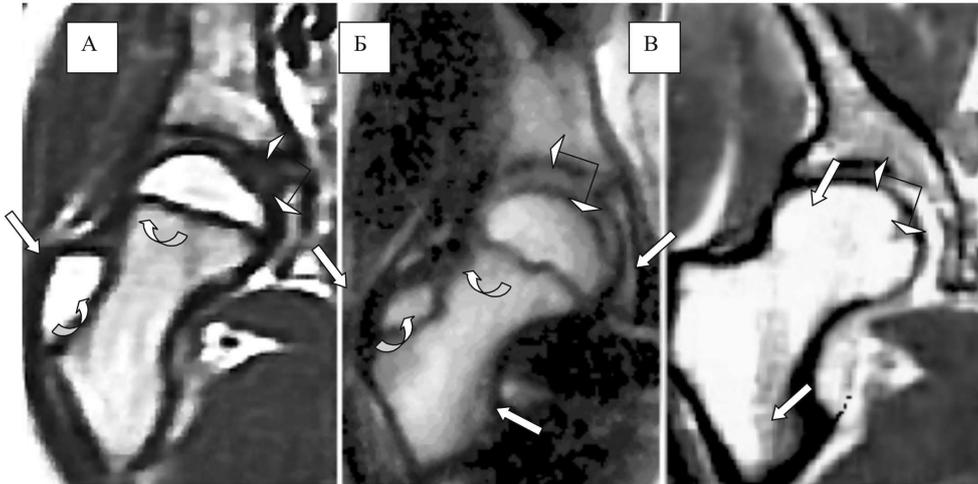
Тазобедренный сустав 9-летнего мальчика (А). Тазобедренный сустав 10-летнего мальчика (Б). Тазобедренный сустав 45-летней женщины (В). МРТ, коронарная плоскость, T1ВИ (SE). А, Б - видны ядра окостенения в области большого вертела (прямая стрелка - А, Б), малого вертела (прямая стрелка - Б), полоска росткового хряща (круглая стрелка - А, Б), Y-образного хряща (двойная стрелка - А, Б). В - определяется полный синостоз головки бедра, большого и малого вертелов (прямые стрелки), костей таза (двойная стрелка).
